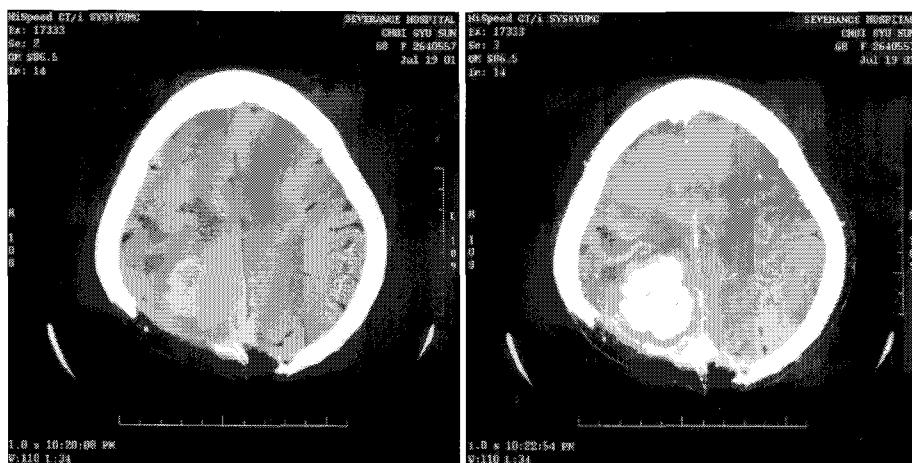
Radiologic finding of case # 13(Brain CT-Rt. occipitoparietal cortex).
